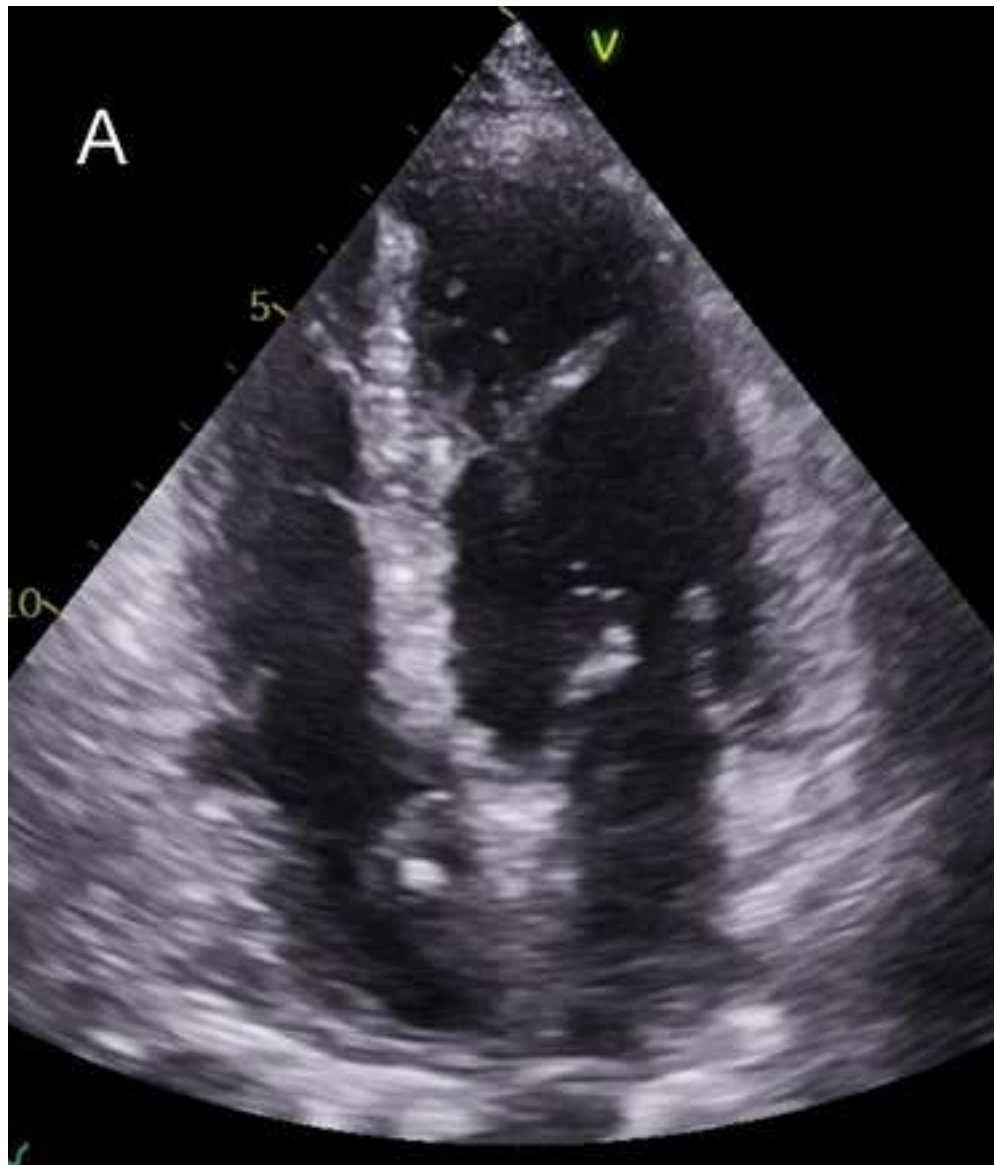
A. Ecocardiografía transtorácica proyección apical 4 cámaras. B. Ecocardiografía transesofágica eje de cavas. Masa auricular derecha anclada al septo interauricular con densidad heterogénea y zonas ecorefringentes sugestivas de calcificación.
